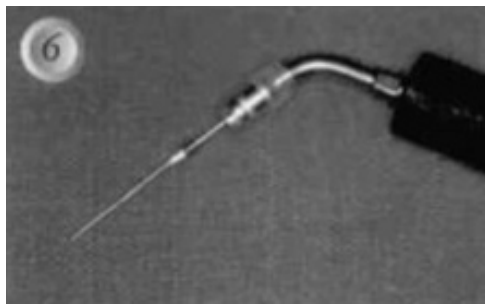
Instrumente ultrasonice, care permit destabilizarea pivoților sau distrugerea cimentului din interiorul canalului
